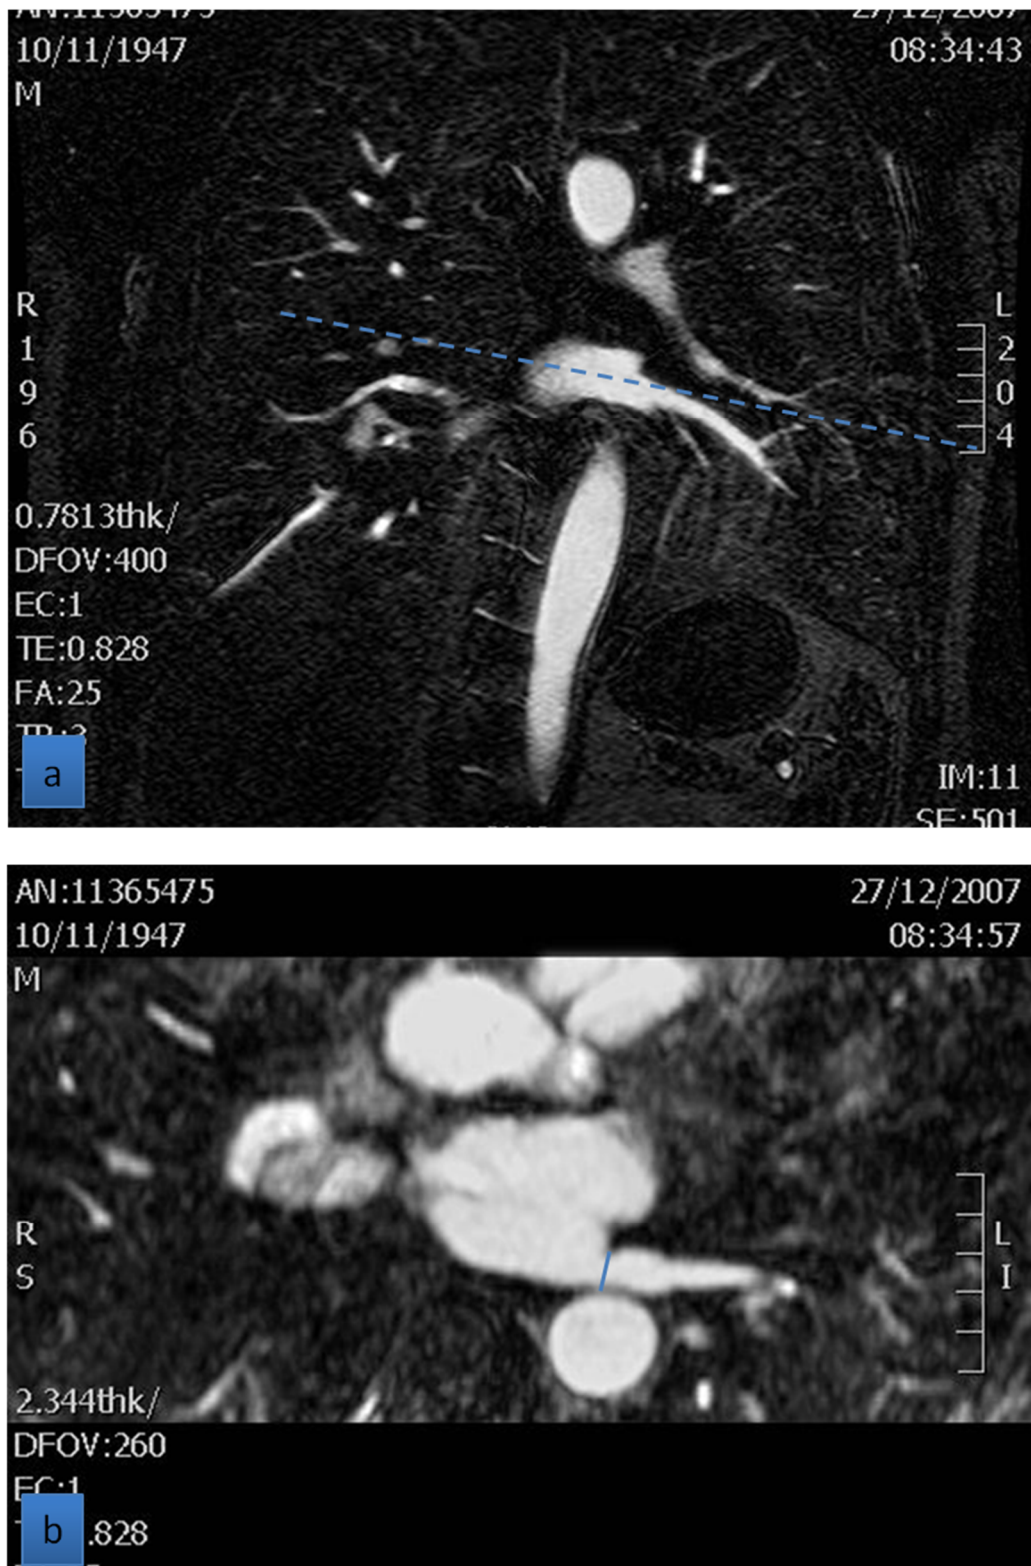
Secuencia angio-RM 3D. (a) Representación del eje longitudinal de la VII en el plano coronal. (b) Medición del diámetro AP de la VII en la reconstrucción MIP realizada en el plano axial oblicuo obtenido a partir del anterior.
